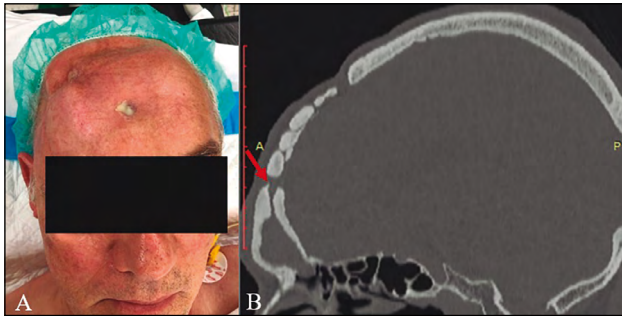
A) Salida de material purulento en región frontal en paciente con estigmas a nivel de la calota de traumatismo craneoencefálico previo. B) Corte sagital de tomografía computarizada craneal (ventana ósea) que muestra fracturas previas incluyendo comunicación del seno frontal con el exterior (flecha).
